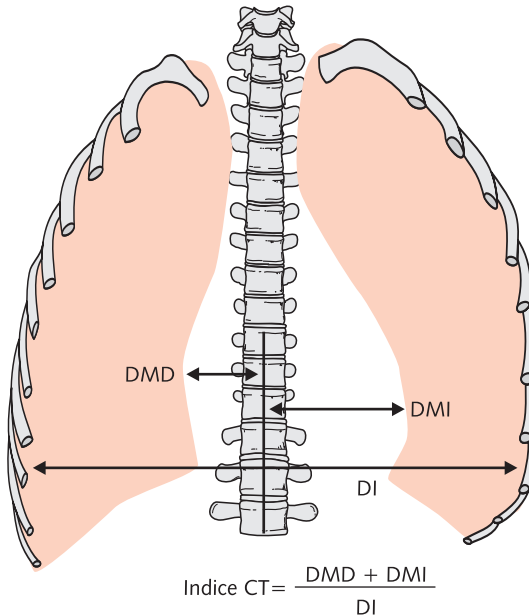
Cálculo de Índice Cardiorácico (CT). *DMD*: diámetro máximo derecho; *DMI*: diámetro máximo izquierdo; *DI*: diámetro interno torácico.
